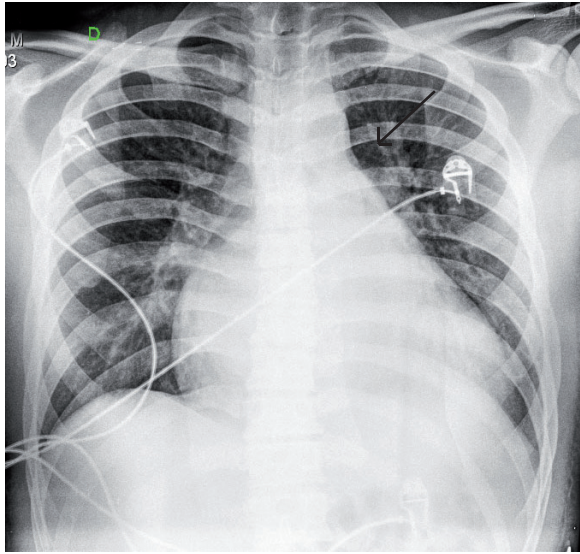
Radiografía de tórax donde se observa agrandamiento auricular izquierdo y "signo del tres".
